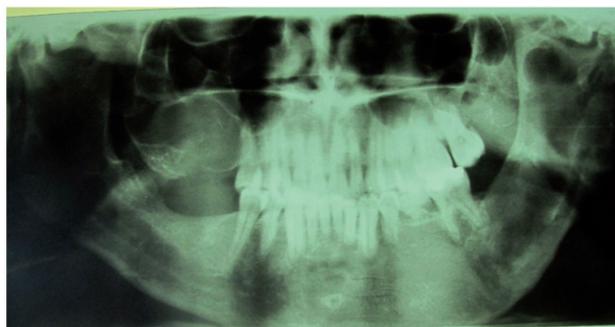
Radiografia panorâmica pré-operatória e evidenciando as lesões da maxila e mandíbula.
